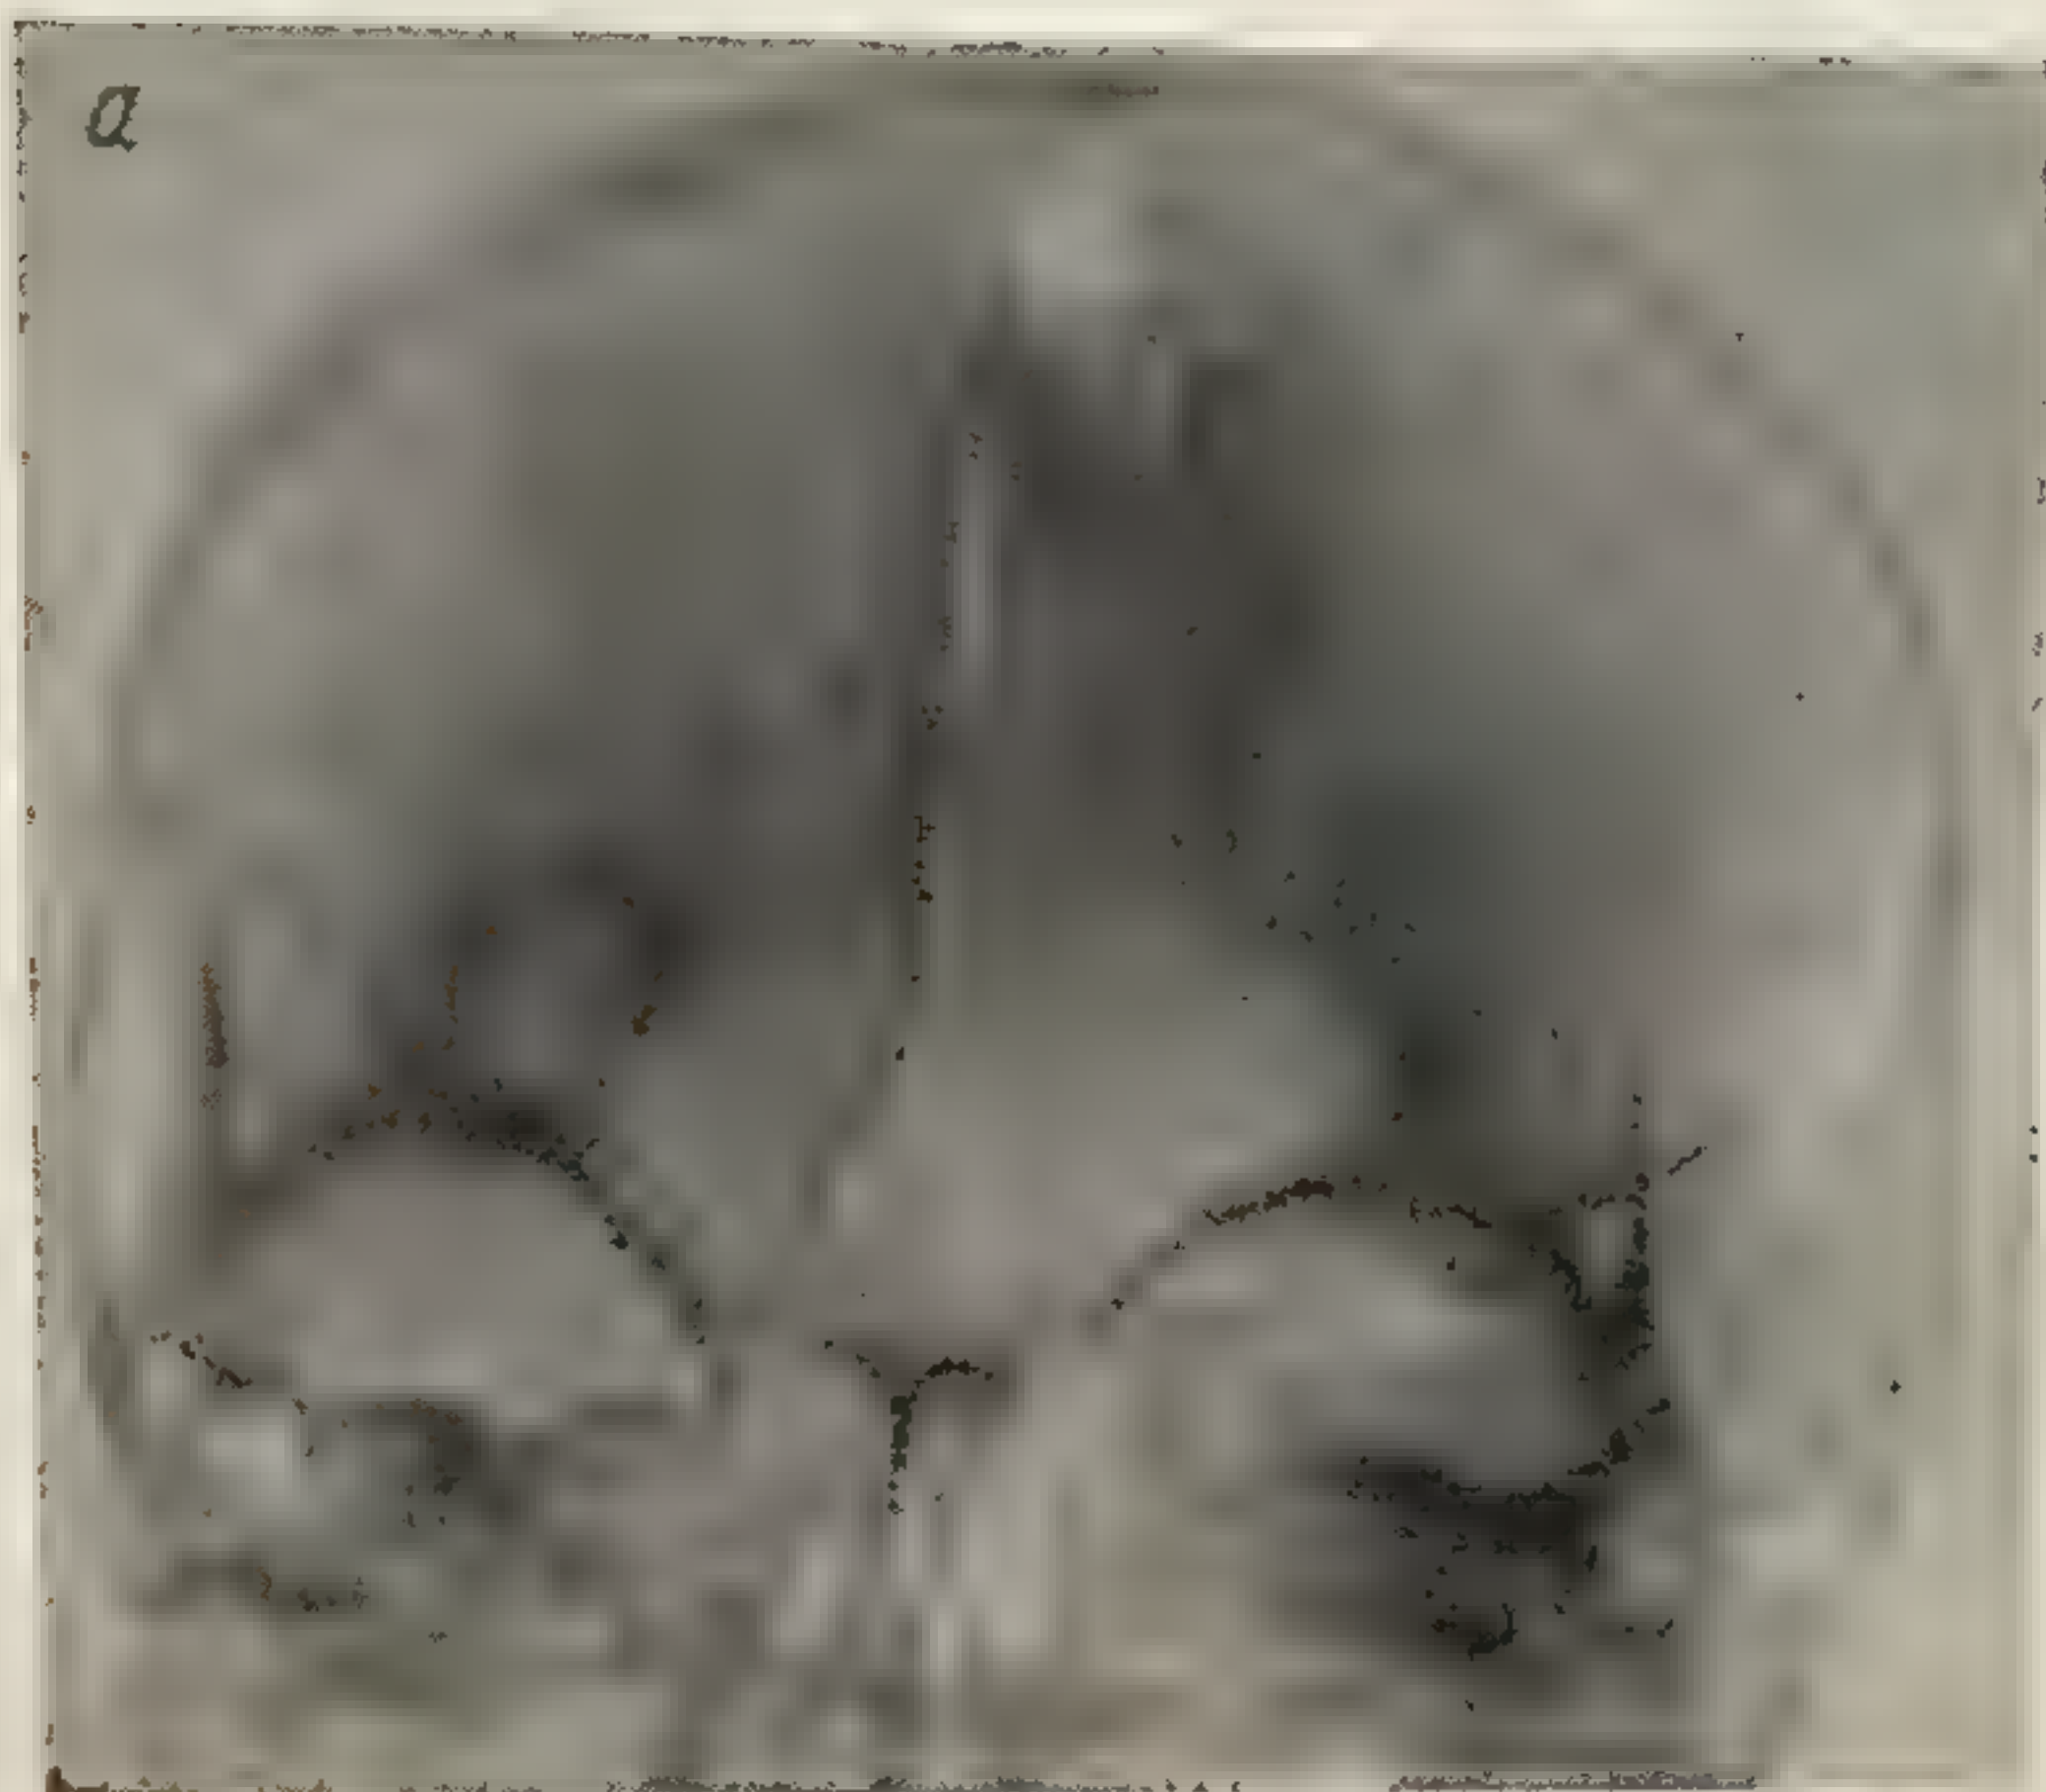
Петрификат в левой лобной области (рентгенограммы).
